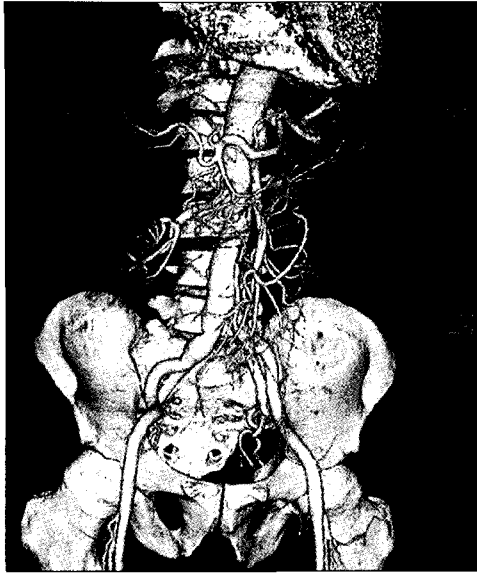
Postoperative 3-D CT shows well established abdominal aorta and both iliac arteries.
